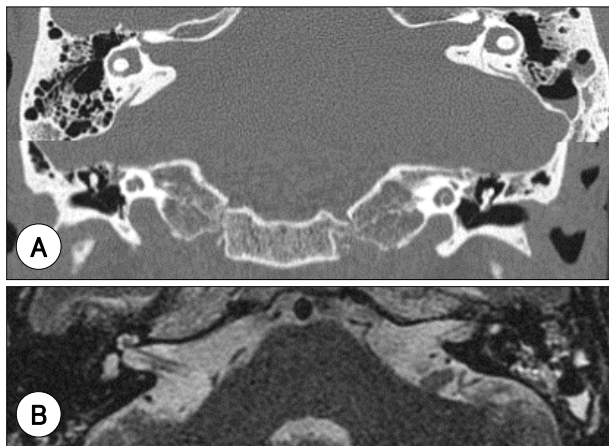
Temporal bone images on 45 days after trauma (before implantation). A : TBCT shows that preexisting air bubbles in cochlea and vestibule were disappeared. B : Magnetic resonance imaging shows no evidence of cochlear duct obstruction and cochlear nerve abnormality.
